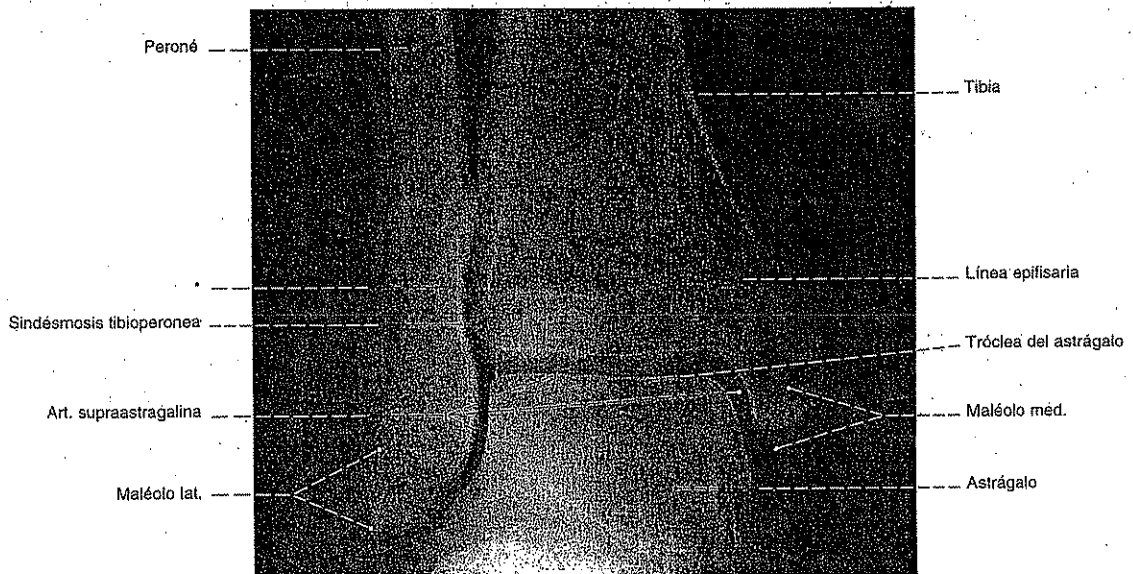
Radiografía AP de la articulación tibiotalar y astragalocalcaneoescafoidea en proyección en decúbito. El haz central es tangencial a la tróclea del astrágalo.
